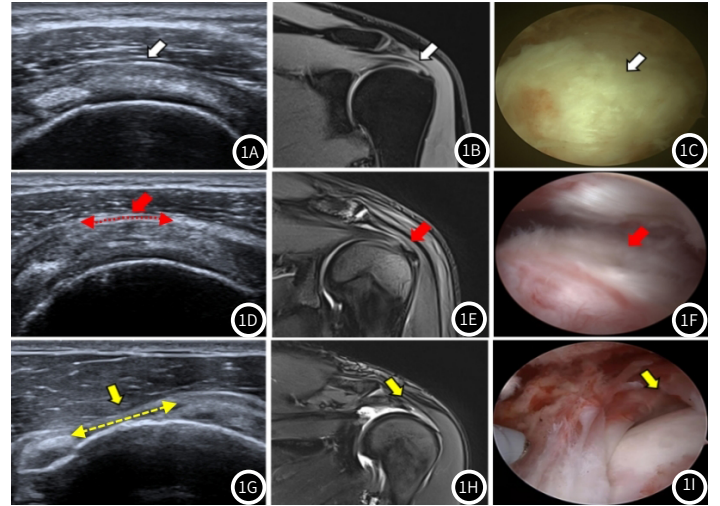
图1I 三名不同类型肩袖撕裂患者的超声、MRI和关节镜图像。1A-1C 患者男,39岁,肩关节反复疼痛2年余,加重1天。1A 正常冈上肌腱超声图(白色箭头);1B 正常冈上肌腱MRI图(白色箭头);1C 正常冈上肌腱关节镜图(白色箭头);1D-1F 患者女,38岁,肩关节疼痛、活动受限3月余。1D 冈上肌腱部分撕裂超声图(红色箭头,红色虚线为撕裂的距离);1E 冈上肌腱部分撕裂MRI图(红色箭头);1F 冈上肌腱部分撕裂关节镜图(红色箭头);1G-1I 患者男,44岁,扭伤致肩关节疼痛、活动受限3月余。1G 冈上肌腱全层撕裂超声图(黄色箭头,黄色虚线为撕裂的距离);1H 冈上肌腱全层撕裂MRI图(黄色箭头);1I 冈上肌腱全层撕裂关节镜图(黄色箭头)。三例患者的超声图均为冈上肌腱短轴切面,MRI图均为斜冠状T₂加权图像。
